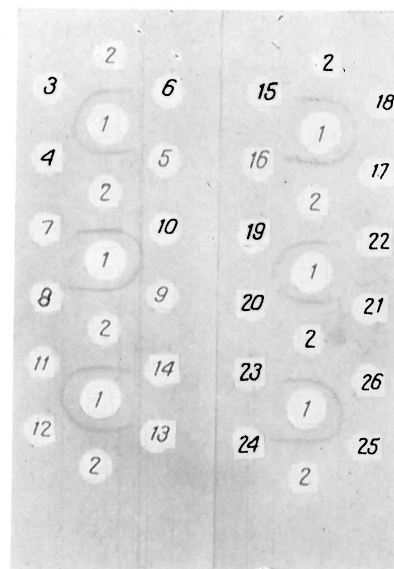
Иммунодиффузионный анализ ЭПА-2 в экстрактах нормальных и опухолевых тканей с помощью стандартной тест-системы.
